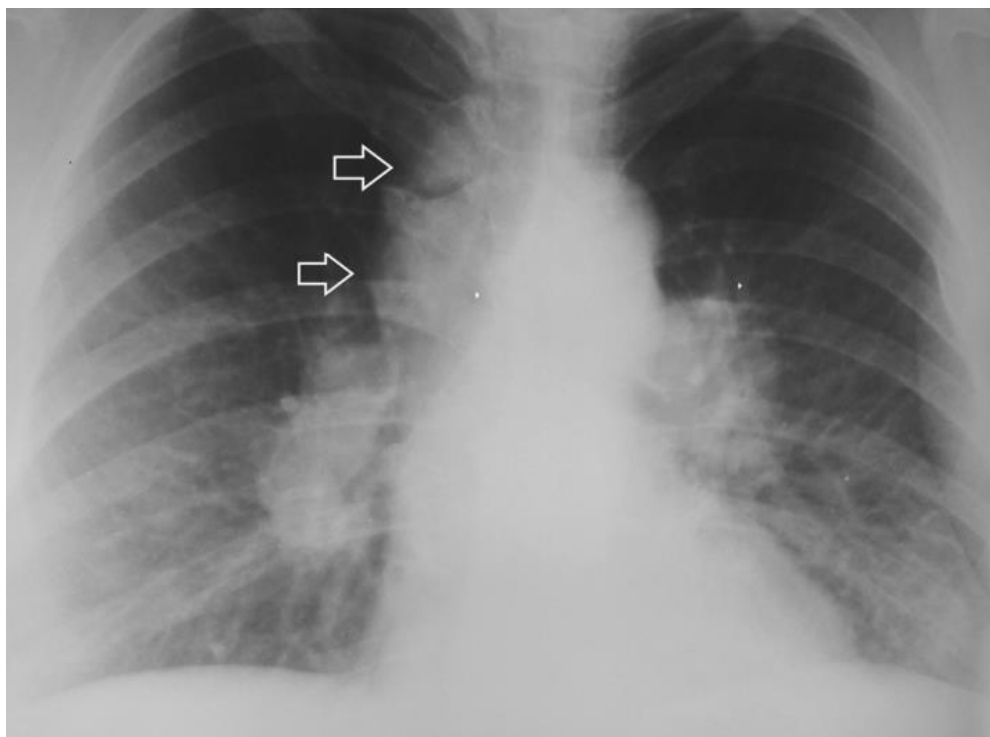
Увеличение внутригрудных лимфоузлов при саркоидозе. На рентгенограмме видно двустороннее расширение корней легких за счёт увеличения бронхопульмональных лимфоузлов, а также расширение тени средостения вправо (стрелки), обусловленное увеличением паратрахеальных и трахеобронхиальных лимфоузлов. Клинически у пациента определялось острое начало заболевания с синдромом Лефгрена. [Рентгенография в диагностике заболеваний органов грудной клетки: учебное пособие - Мельников В.В. 2017]
